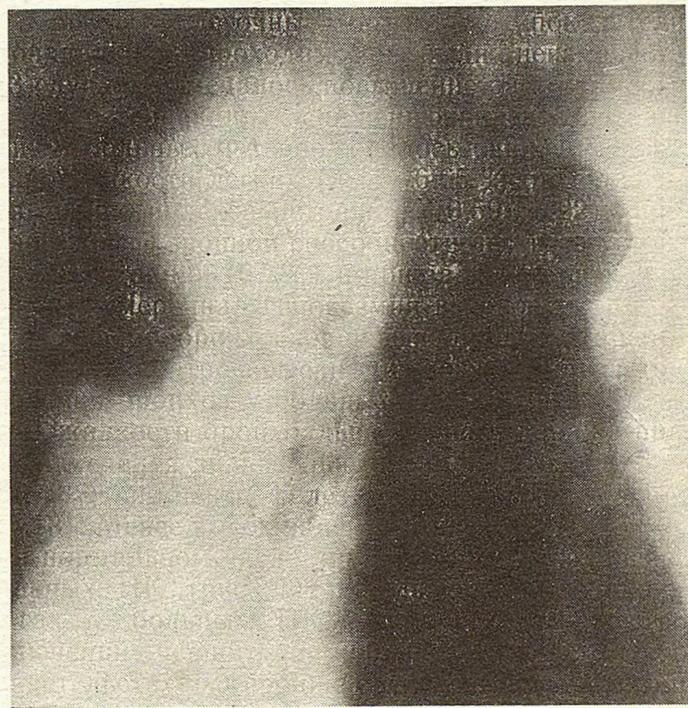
Томограмма того же больного в задней проекции. Округлая тень в верхней доле правого легкого. Реакция пристеночной плевры. Просвет правого верхнедолевого бронха не изменен.
